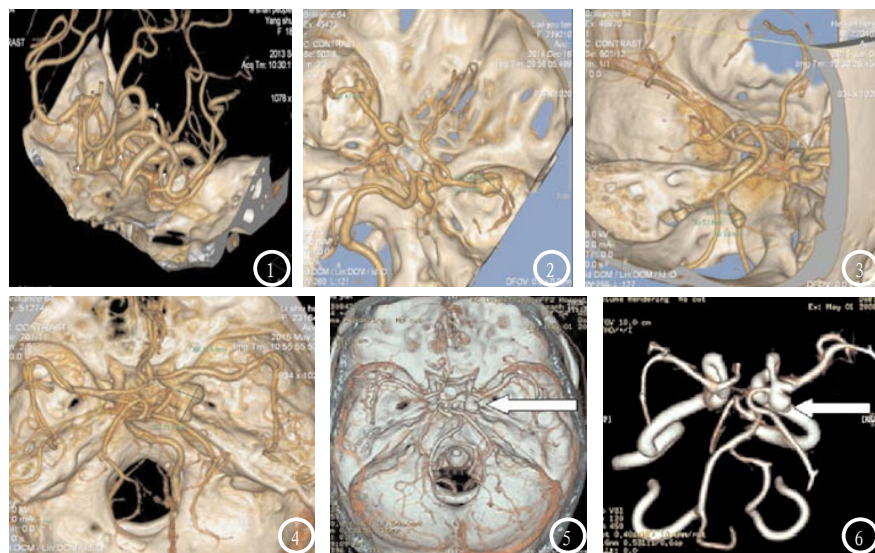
CTA血管造影可见4个动脉瘤, VR重建显示瘤体形态优良, 三维空间关系优良。图2 CTA血管造影可见2个动脉瘤, 直径分别为4.7mm与11.4mm。图3 CTA VR重建显示椎动脉瘤, 最宽径为5.5mm; 图4 MPR测量瘤体直径为3mm~19.1mm。图5 CTA可见瘤样扩张, 高密度对比剂充盈, 且均匀, 伴瘤体内血栓形成, 高密度动脉瘤瘤体过宽基底、窄基底与正常颅内血管相连; 图6 可见瘤颈、瘤蒂样突起。
